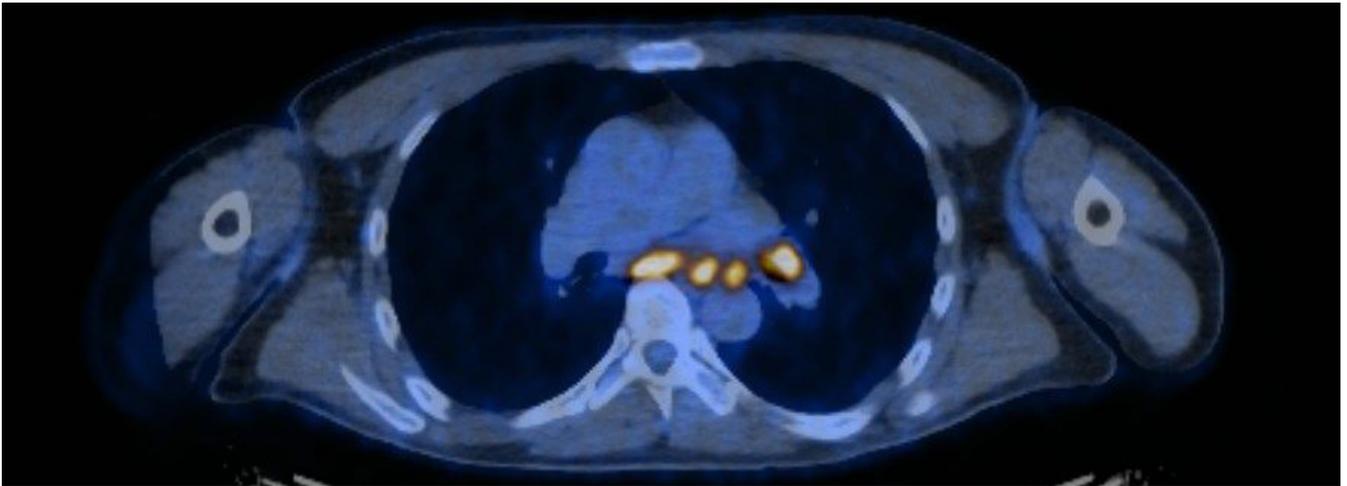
Mehrere stark metabolisch aktive mediastinale und hiläre Lymphknoten im Thorax im PET-CT
